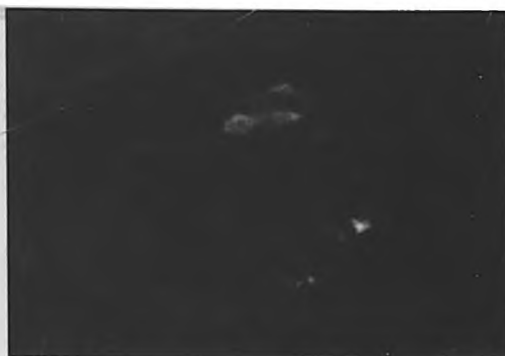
Продолжение. Аксиальная проекция, DWI, b=800 s/mm². Ограничение диффузии в опухоли.
